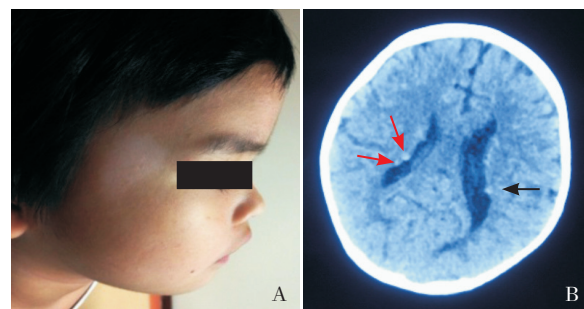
家系1先证者皮肤改变和影像学特征 A: 右侧颞部一片状色素脱失斑; B: 1岁半头颅CT检查示右侧侧脑室旁2个点状高密度钙化灶(红色箭头所示), 左侧侧脑室旁可见1个点状高密度钙化灶(黑色箭头所示)。
